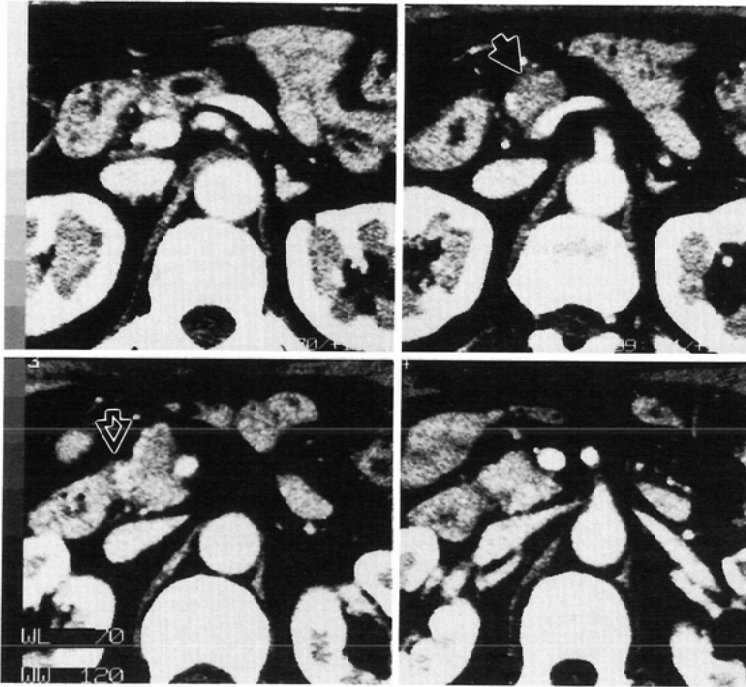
A case of carcinoma of the head of the pancreas. (Case 10); Irregular protrusions of low density area (→) is demonstrated. Serosal invasion is positive in CT findings, but, it is negative in the pathological findings. There is fatty plane and normal pancreatic parenchyma between duodenal wall and the lesions of carcinoma (⇨). Duodenal invasion is negative in CT findings, and the pathological findings.
